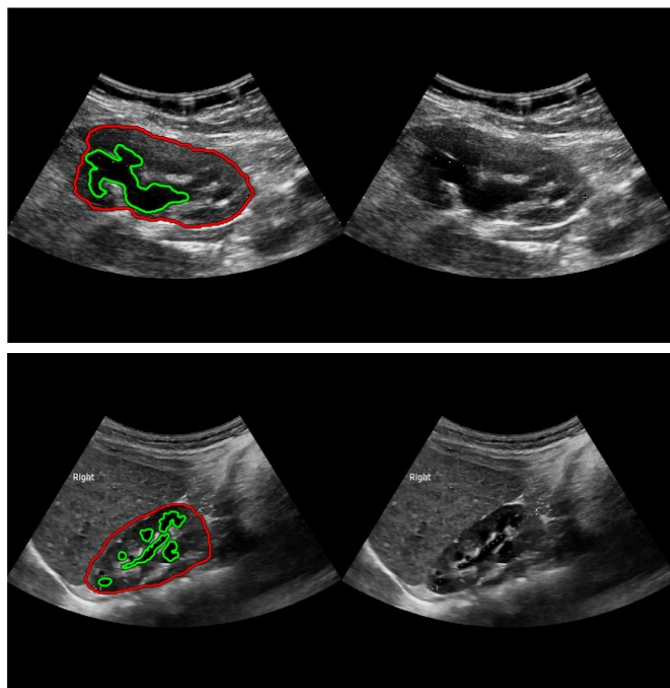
Esempi di ecografie di reni pediatrici con segmentazione del sistema collettore nel caso di sonda Esaote immagine 003 (sinistra) e Samsung immagine 0138 (destra).
